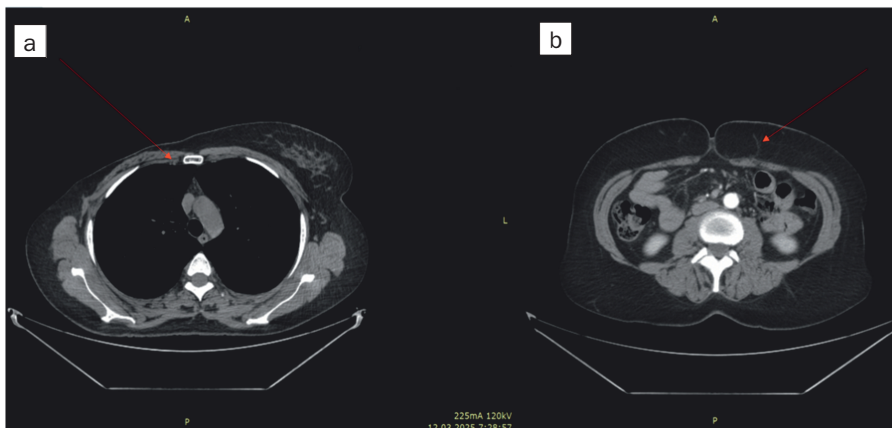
КТ-ангиография для планирования микрохирургической реконструкции: а – передняя брюшная стенка: виден перфорант глубокой нижнеэпигастральной артерии для выделения сосудистой ножки; б – грудная клетка со стороны ранее выполненной мастэктомии: сохранные внутригрудные сосуды, пригодные для реконструкции.
